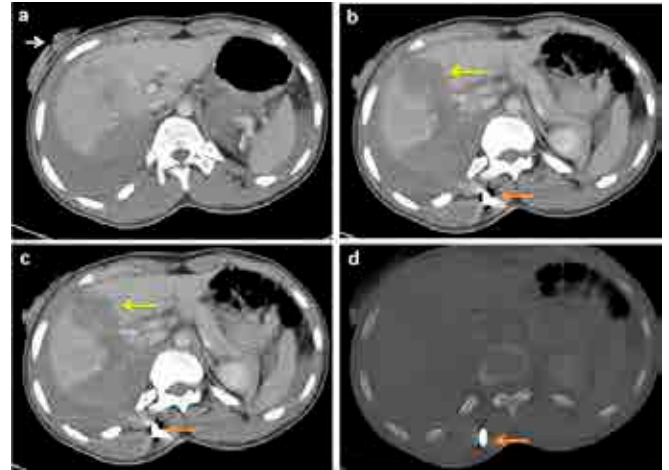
A patient with liver laceration due to gunshot injury. Abdominal CT images a) revealing the entry point of the bullet from the right upper quadrant (white arrow) b, c, d) liver laceration (yellow arrow), intraabdominal fluid, and the bullet in the abdominal wall (orange arrow).
